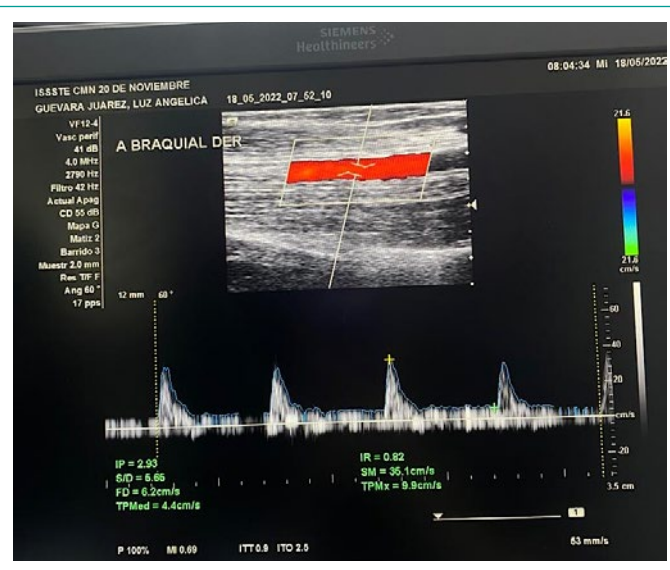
Aplicación de doppler color y medición de velocidad picosistólica en arteria braquial.
